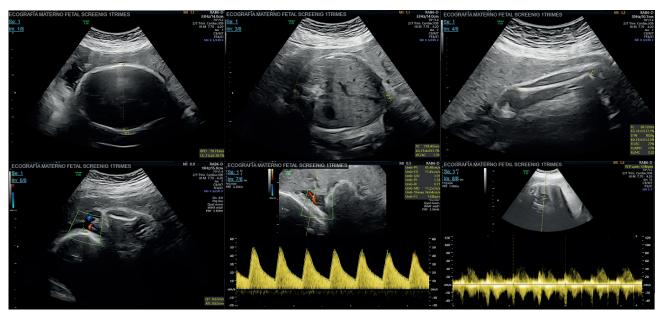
Ecografía obstétrica al ingreso de la paciente. A) BDP: 78.2 mm. B) PA:278.4 mm. C) LF: 60.1 mm. D) Bolsillo máximo 0.8 cm. E) Doppler AU: percentil 89. F) FCF: 128 lpm.
